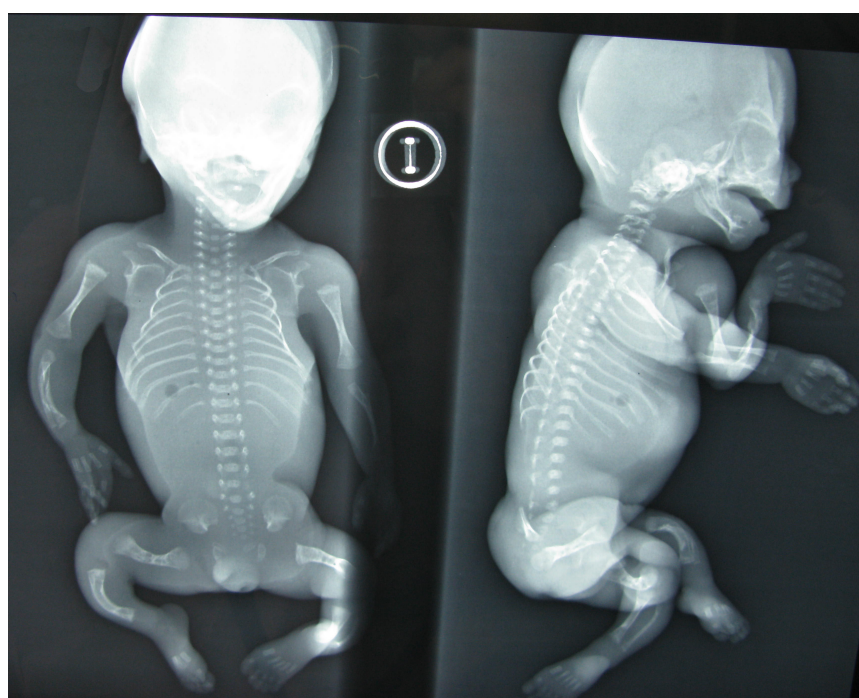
Radiografía del caso AB-1212.
